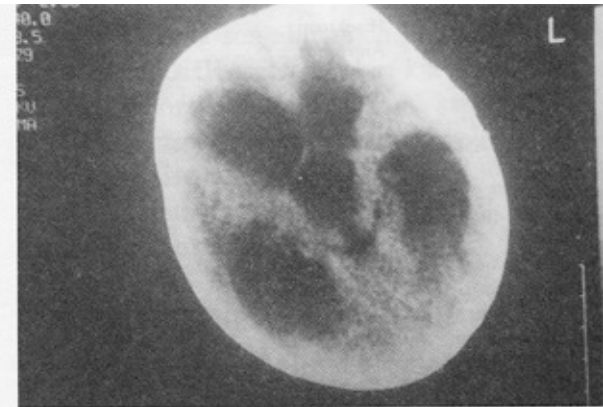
Birinci vakaya ait kranial tomografi(intrakranial kanama ile uyumlu).
